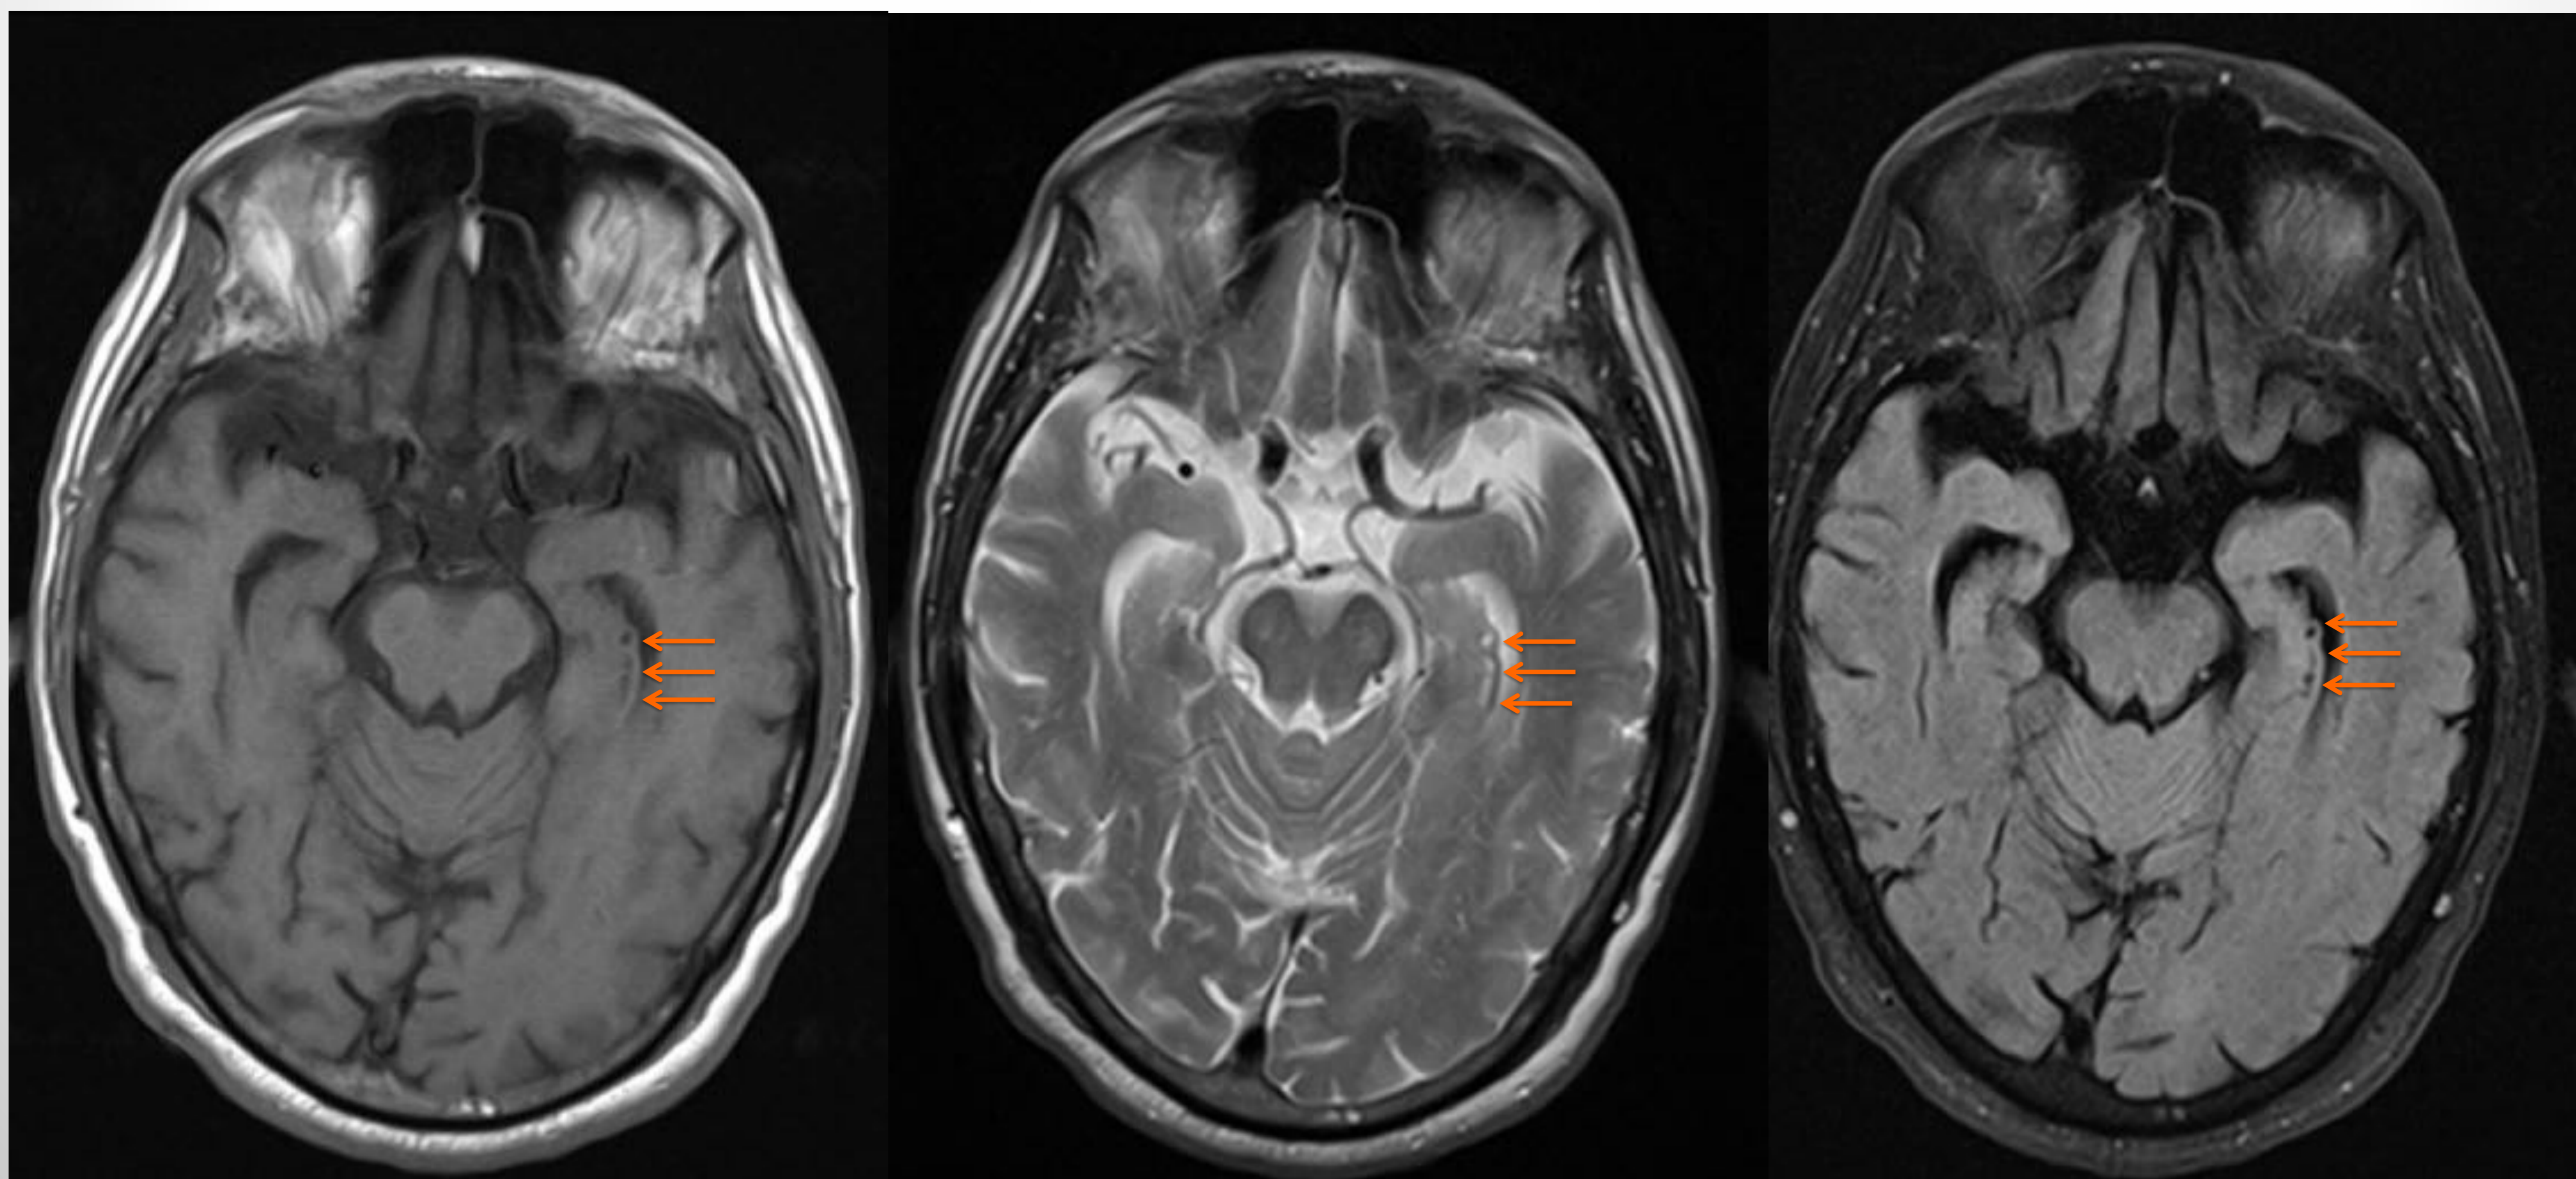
Imágenes de RM en cortes axiales en las secuencias T1, T2 y FLAIR respectivamente. En el margen lateral del hipocampo se observan pequeños quistes con densidad paralela al LCR (flechas).
